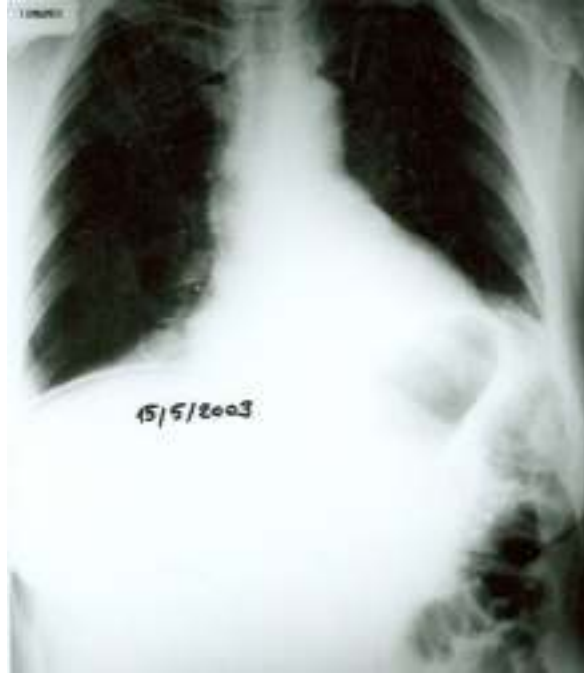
Olgunun operasyon öncesi akciğer grafisi
